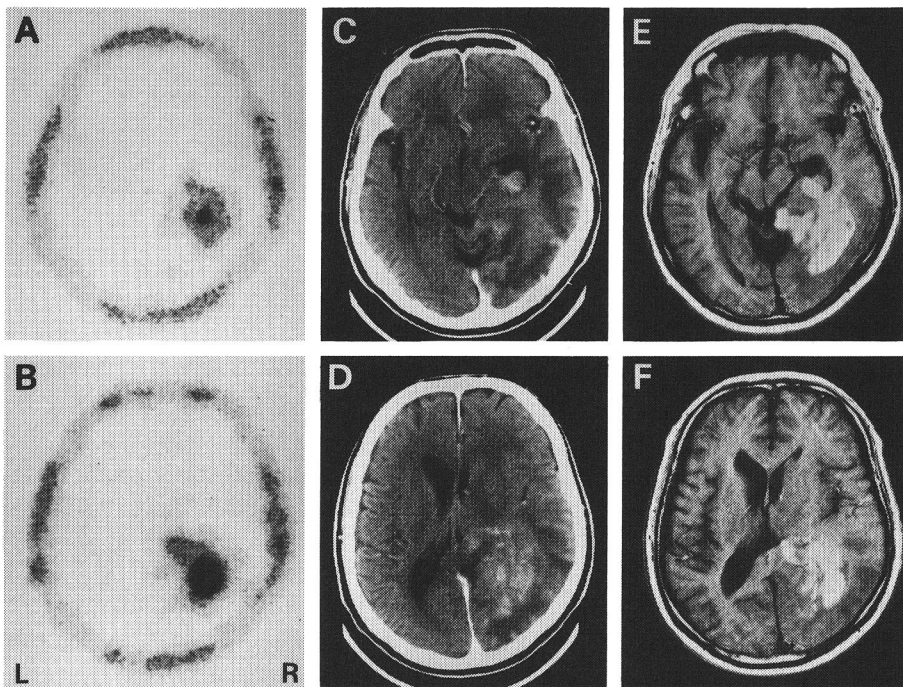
$\text{Tl-SPECT}$ とCT, MRI(ガドリニウム造影 $\text{T}_1$ 強調画像)との比較
